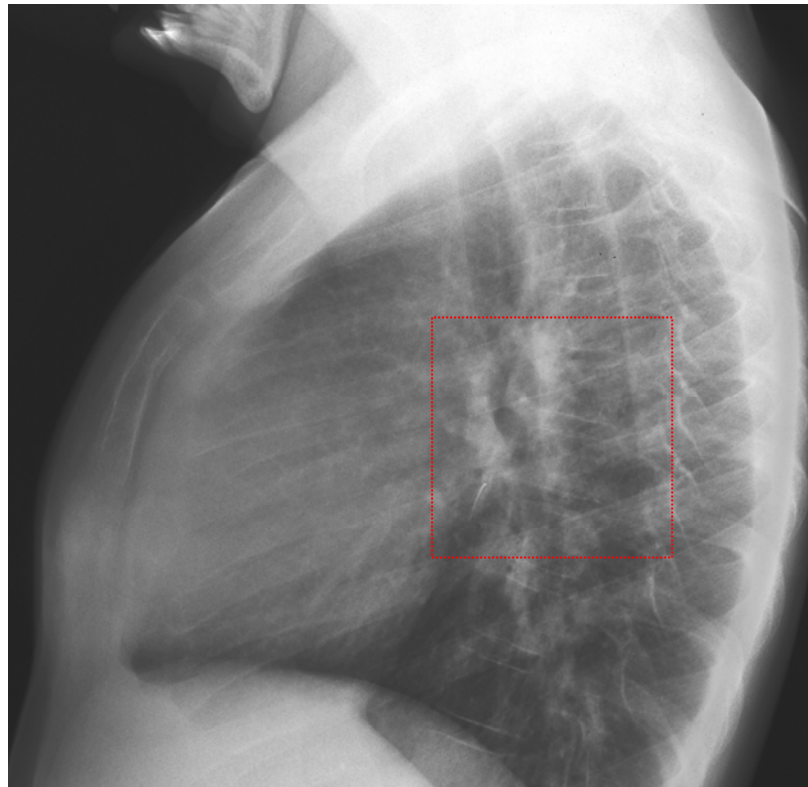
präoperatives Röntgen-Thorax mit OP-Nadel
